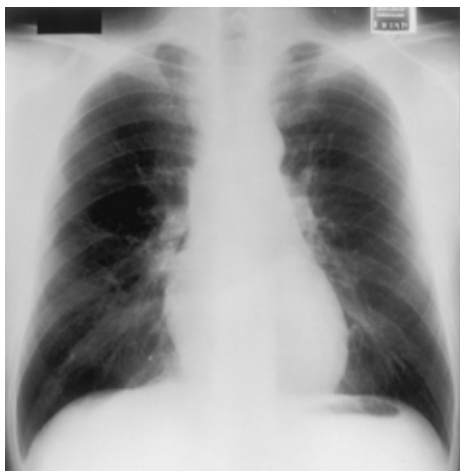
Chest X-ray after 4 courses of ADOC and high-dose ICE was normal.
